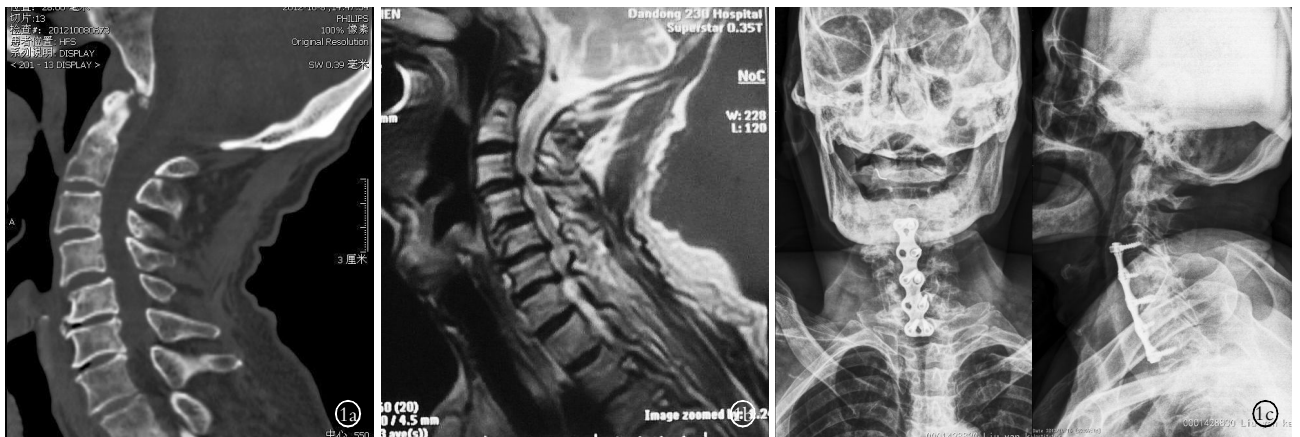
患者,男,83 岁,多节段脊髓型颈椎病采用前路颈椎间盘切除减压植骨融合术治疗 1a. 术前矢状位 CT 平扫 1b. 术前矢状面 MRI 平扫 1c. 术后正侧位 X 线片
